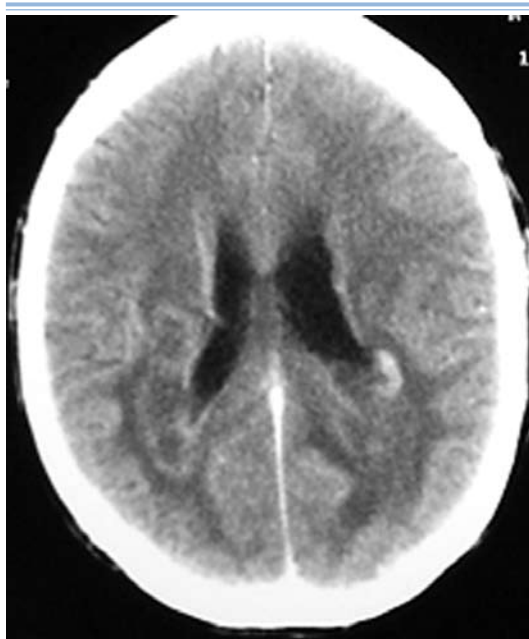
TAC encefálica con contraste en paciente masculino de 22 años etapa C3. Lesiones múltiples en sustancia blanca, con efecto de masa discreto y refuerzo al contraste.
